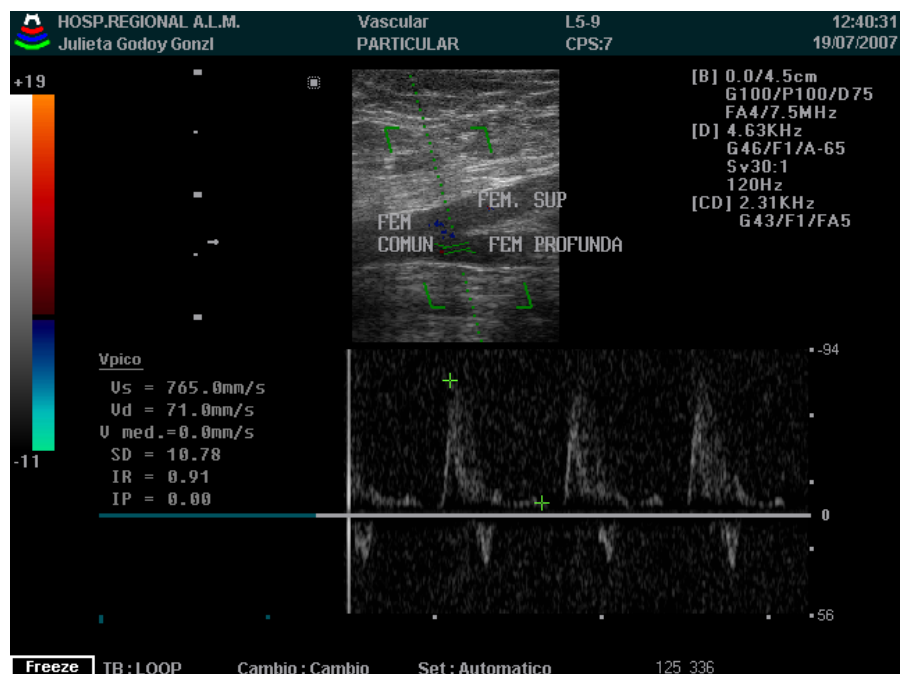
Imagen doppler color de femoral profunda
